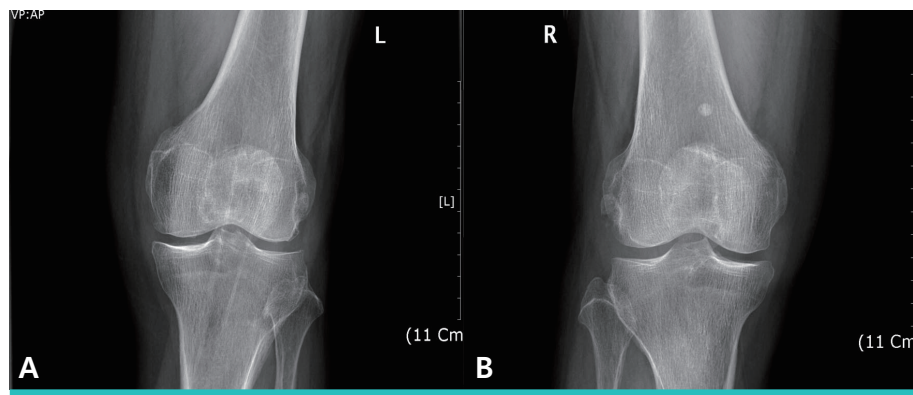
Simple X-ray of both knees. Shows a narrowing interarticular space and spurs forming on the margins of the joints.
